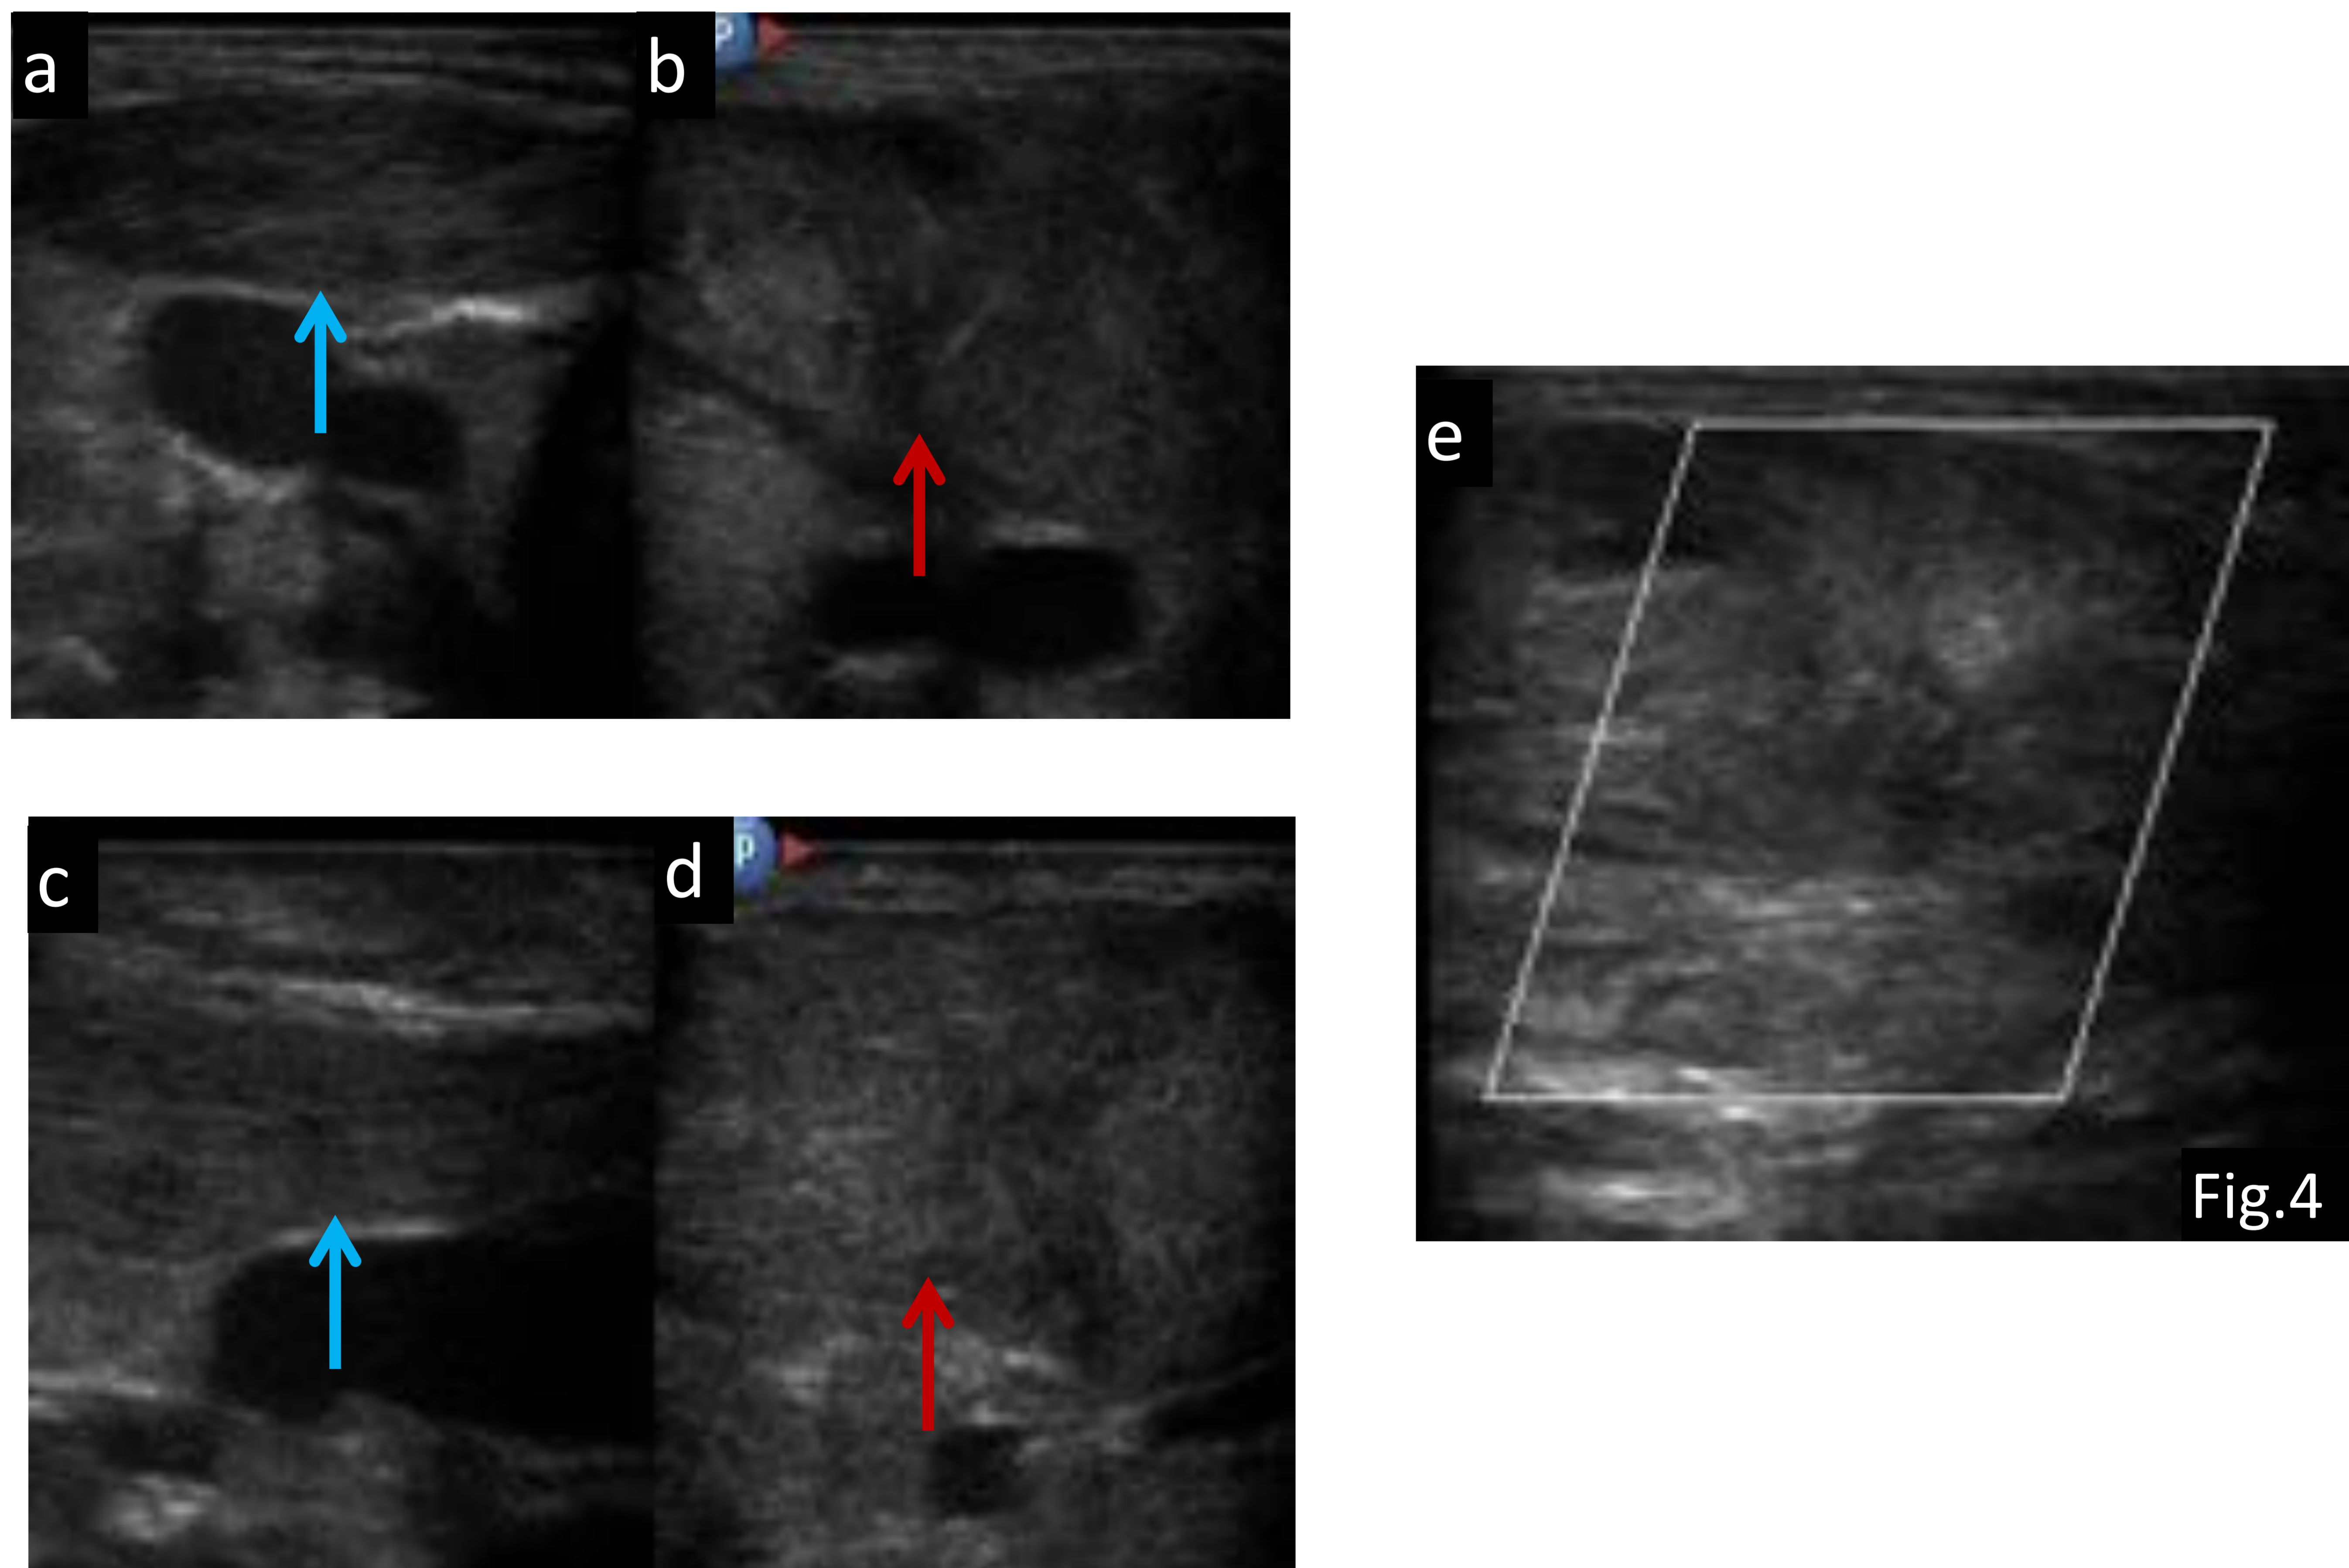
Varón de 24 días de vida con antecedente de parto de nalgas, que presenta una masa cervical izquierda y torticollis. a) ecografía transversa derecha, b) ecografía transversa izquierda, c) ecografía longitudinal derecha, d) ecografía longitudinal izquierda y e) ecografía Doppler color transversa izquierda: engrosamiento fusiforme del tamaño del músculo ECM izquierdo (flecha roja) comparado con el contralateral que es normal (flecha azul). En la ecografía Doppler-color no se evidencia flujo en el interior de la lesión.
